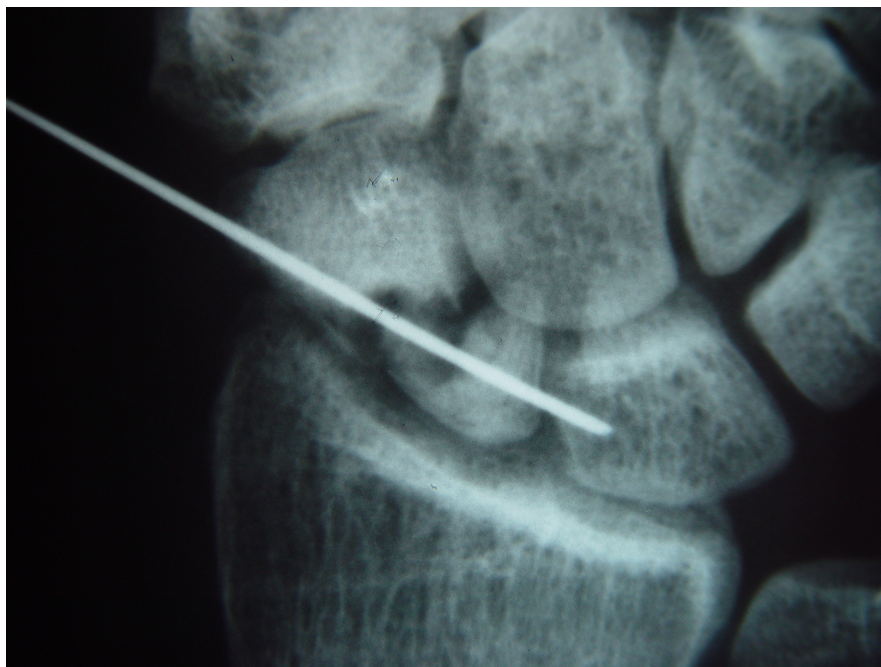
RADIOGRAFIA APÓS 14 DIAS DE FIXAÇÃO. NOTA-SE PERDA DE DOIS FIOS DE KIRSCHNER
